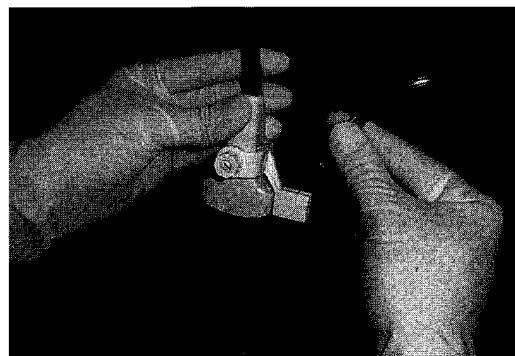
7.0 MHz エコープローブ (Toshiba PVF-745VTM) とアダプター (Toshiba UAG-V021ATM)
